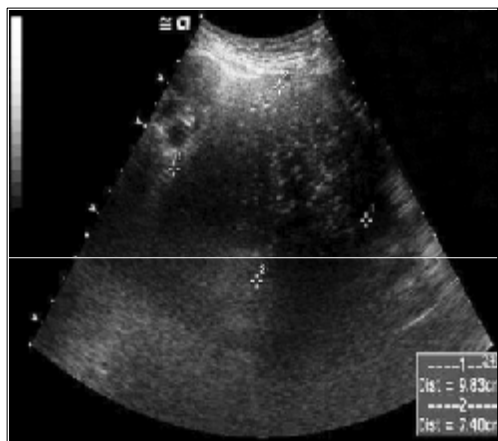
Abdominal USG demonstrates 9.83×7.40 cm sized ill-defined margined complex echogenic mass lesion at the Lt adnexa with ascites.
